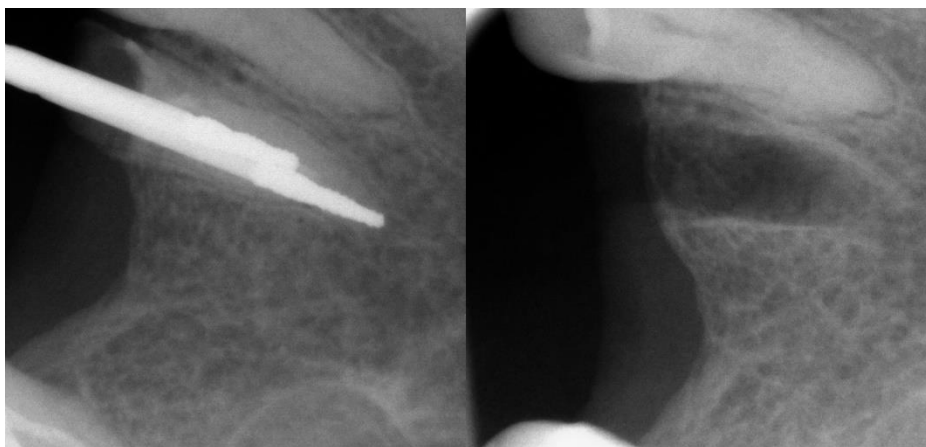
Рентгенография во время применения фрез для разделения корня на фрагменты (слева) и «пустая» лунка после удаления корня (справа).
